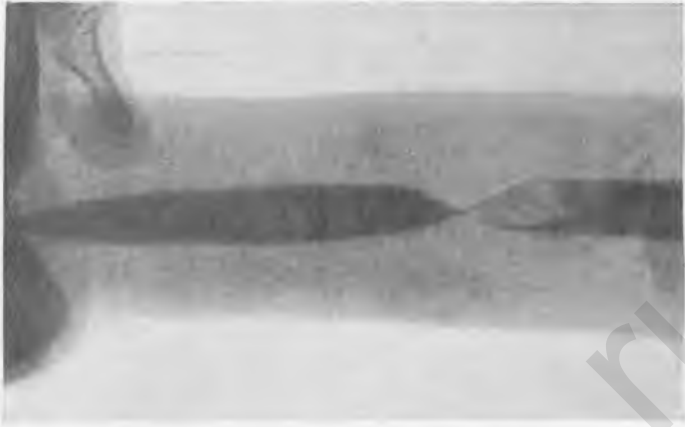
Сужение уретры на рентгенограмме.
